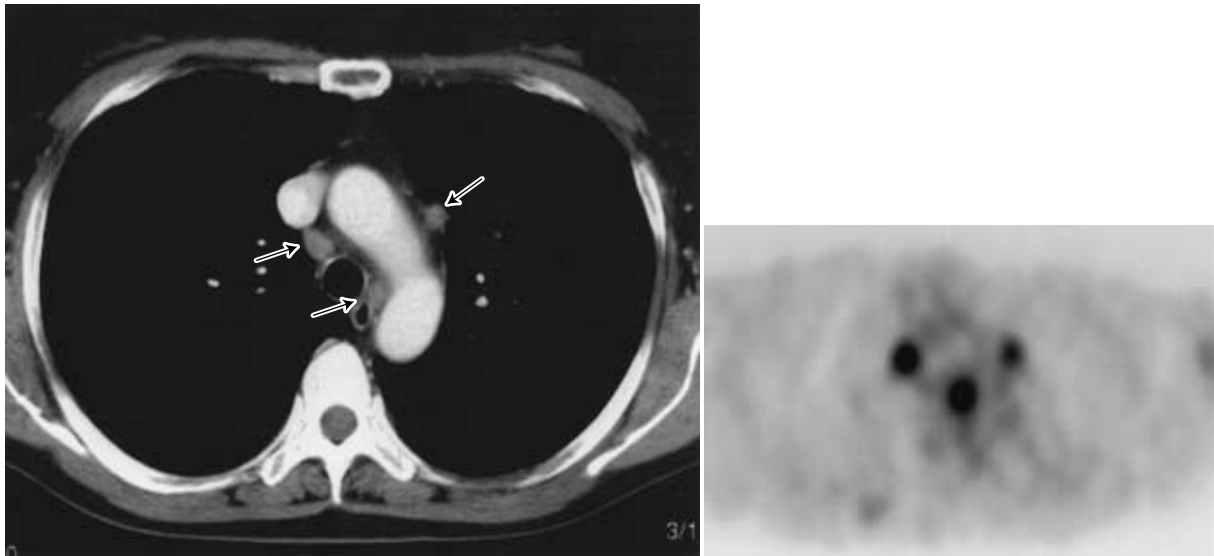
Mediastinal lymph node metastases. a. CT showed some mediastinal lymph nodes swelling with 9~10 mm in diameter (arrow). The diagnoses whether they were metastatic nodes was difficult. b. Strong deposit demonstrated on PET suggested that the lymph node was metastases.
